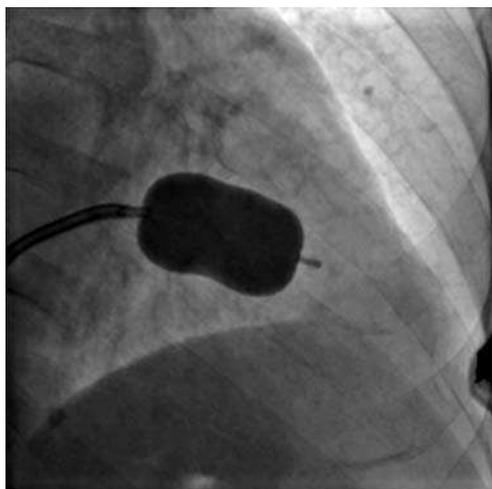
Катетерная баллонная митральная вальвулопластика у больного Г. по поводу митрального рестеноза. Интраоперационная рентгеновская киносъемка в правой косо́й проекции 30°; в правом нижнем углу рисунка виден фрагмент ультразвукового датчика
